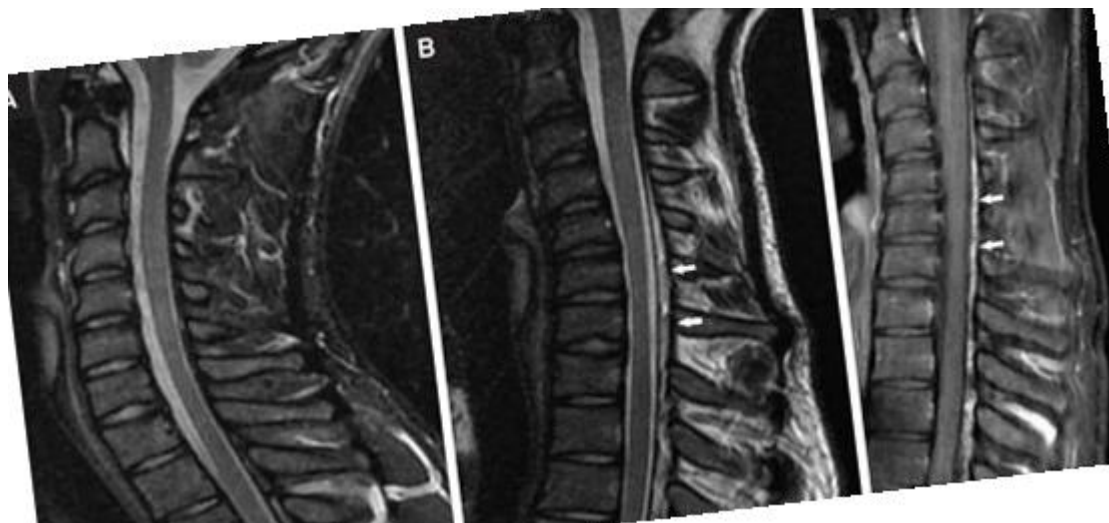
RM de coluna cervical em T2, em posição neutra (a), flexão (b) e extensão (c). Mostrando deslocamento anterior da dura posterior com compressão anterior do cordão medular na região de C5/6 com a flexão do pescoço
